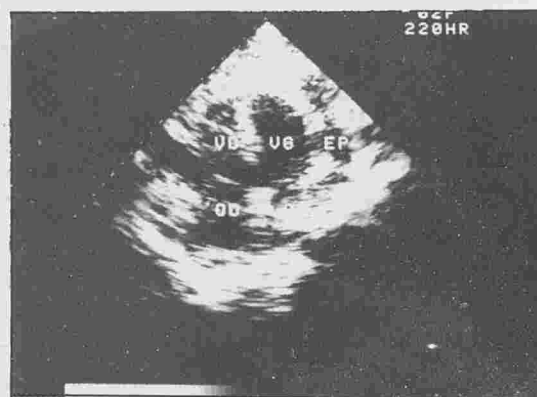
Echocardiographie bidimensionnelle : Coupe de 4 cavités. Présence de masses échogènes intrapéricardiques
